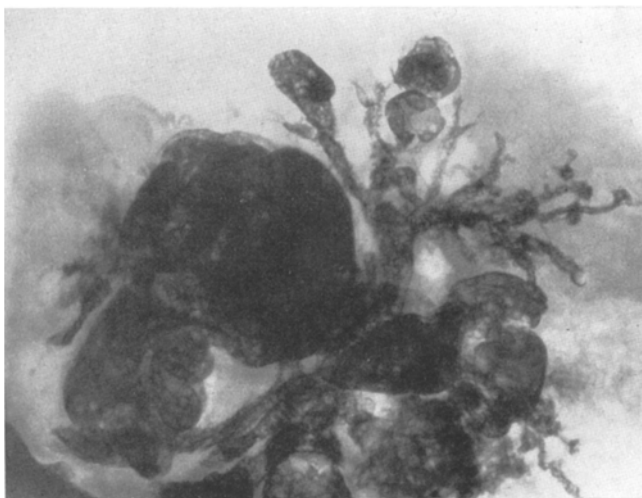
Röntgenbild des Oberlappens der linken Lunge. Zahlreiche Verdunkelungen (Fall 24).
